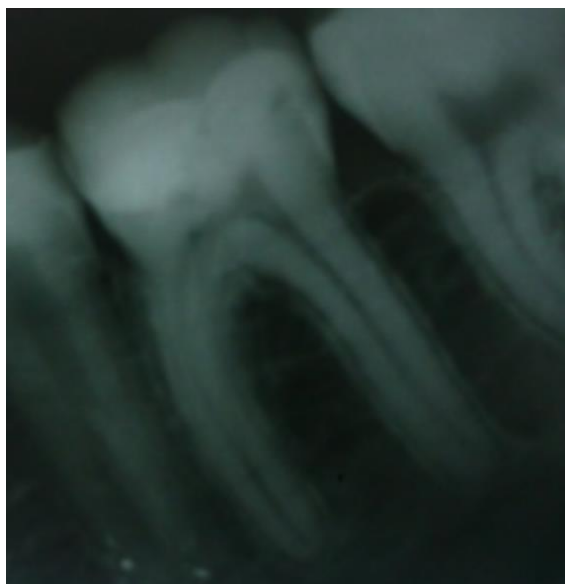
Рентгенограмма зуба 3.6 через 12 месяцев после лечения
